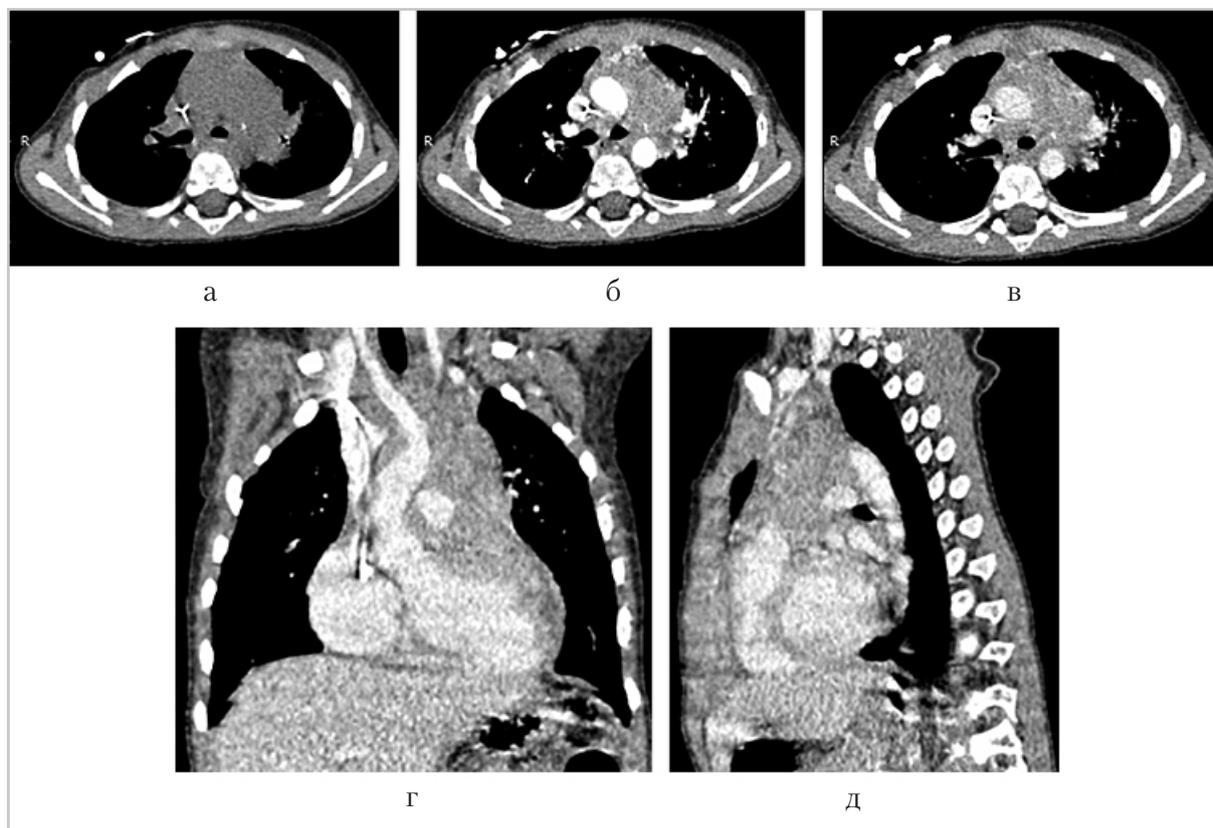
Компьютерные томограммы пациента А., 4 лет, лимфоэпителиомоподобная карцинома тимуса с распространением на перикард и миокард: *а* — нативная фаза сканирования в аксиальной плоскости; *б* — артериальная фаза сканирования в аксиальной плоскости; *в* — венозная фаза сканирования в аксиальной плоскости; *г* — венозная фаза сканирования в коронарной плоскости; *д* — венозная фаза сканирования в сагиттальной плоскости
